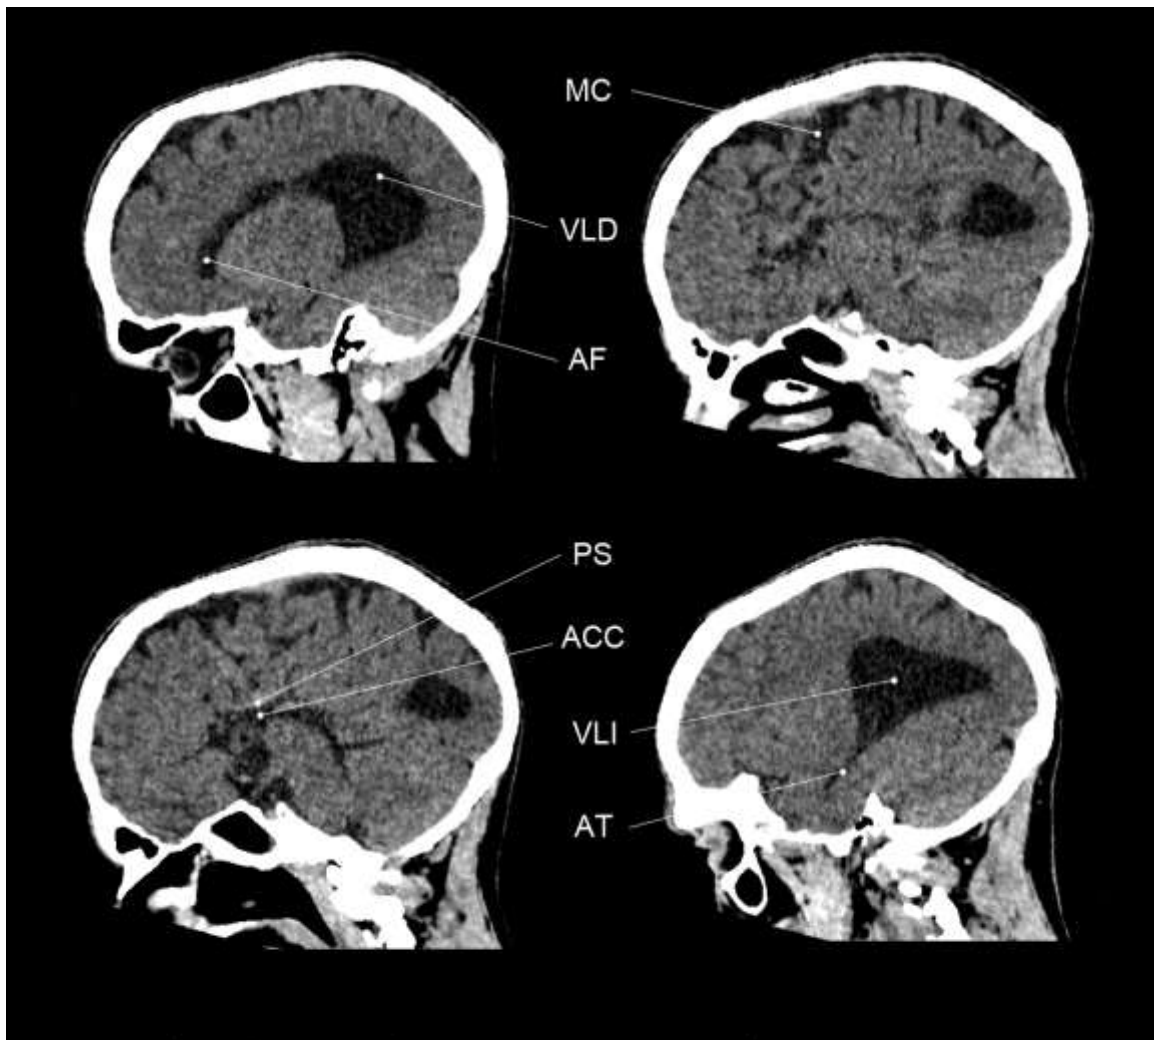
Imágenes por tomografía axial computarizada del encéfalo de M.E. Vista sagital. Nota: MC, malformación cortical; VLD, ventrículo lateral derecho; AF, asta frontal; PS, prolongación de los surcos; ACC, ausencia del cuerpo caloso; VLI, ventrículo lateral izquierdo; AT, asta temporal.
